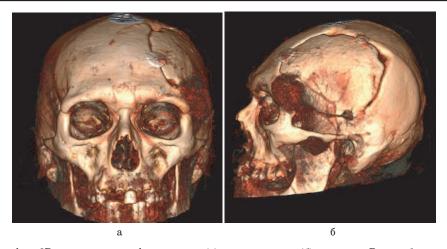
КТ-ангиография, 3D-реконструкция, фронтальная (a) и сагиттальная (б) проекции. Виден обильно васкуляризированный экстракраниальный компонент опухоли в области ключевой точки Fig. 2. CT angiography, 3D reconstruction, frontal (a) and sagittal (б) projections. A richly vascularized extracranial component of the tumor is visible in the area of the key point
